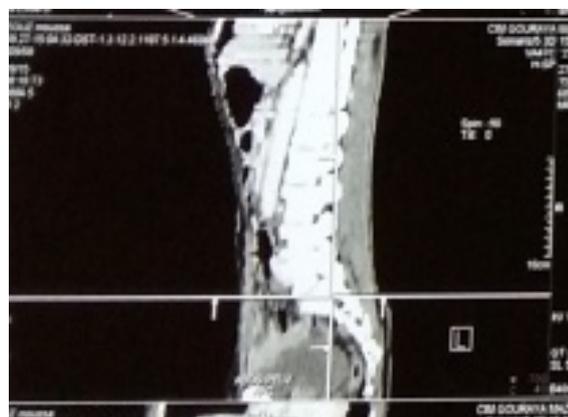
TDM abdominale: Angle aorto-mésentérique < à 20°
